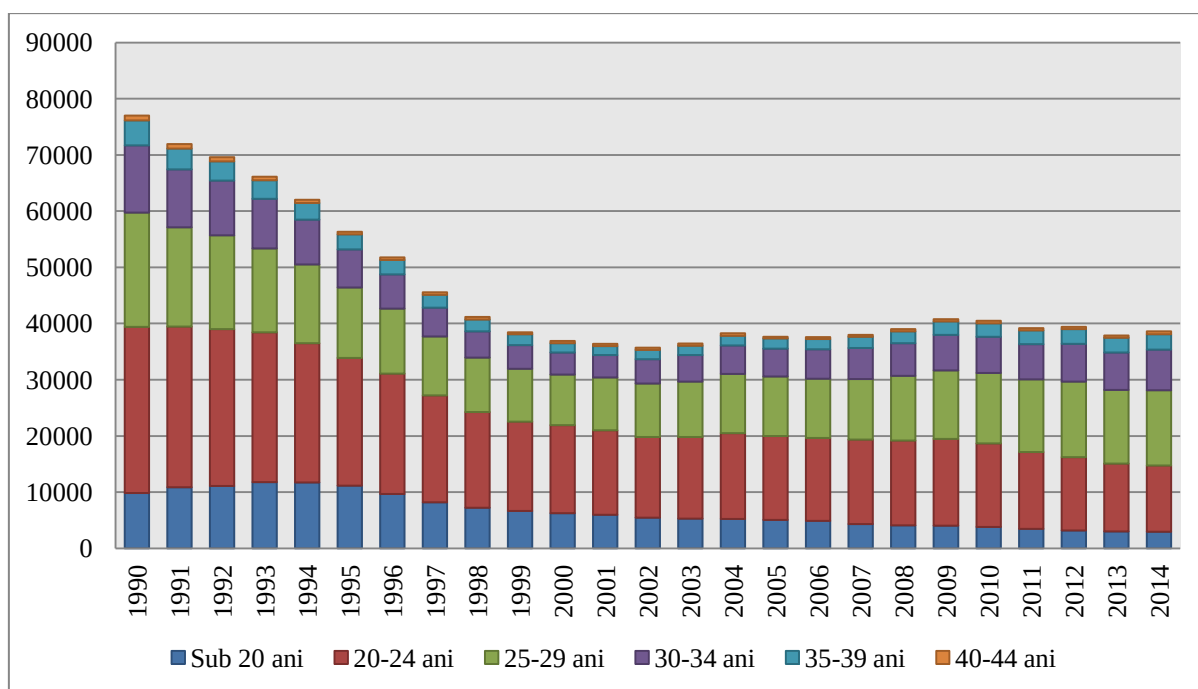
Numărul nașterilor după vârsta mamei la naștere, RM, a. 1990–2014 (abs.)
